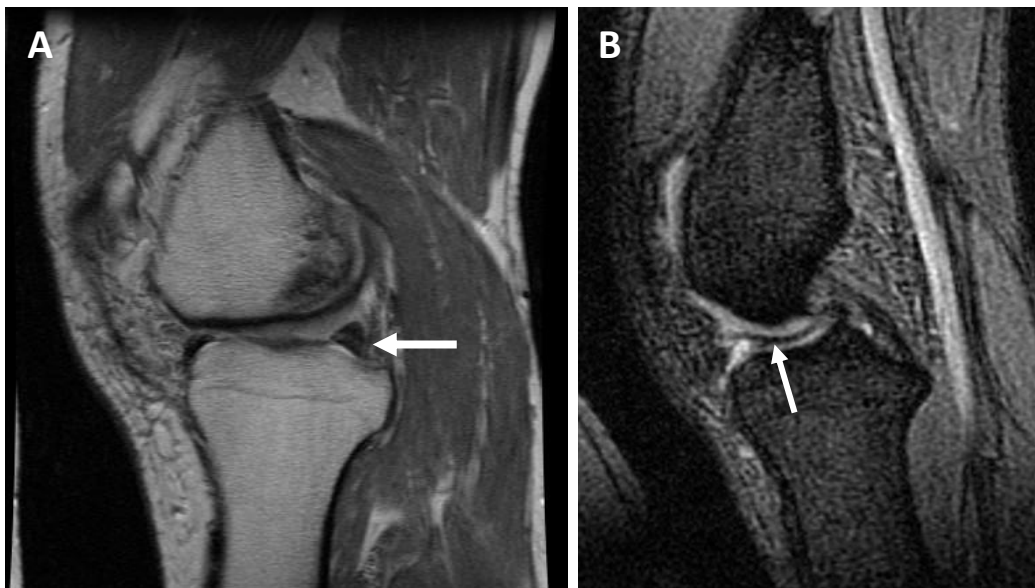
Cortes sagitales de RM potenciados en T1 (A) y en T2 (B). A: Rotura horizontal; nótese la franja hiperintensa horizontal en el cuerno posterior del menisco interno, que atraviesa el contorno triangular hipointenso característico de esta estructura en las secciones sagitales (flecha). B: Rotura en asa de cubo. La flecha señala la porción del menisco que se ha desplazado hacia la zona central de la articulación. Para diagnosticar este tipo de rotura, se debe tener presente la necesidad de valorar las imágenes de toda la serie en conjunto.
